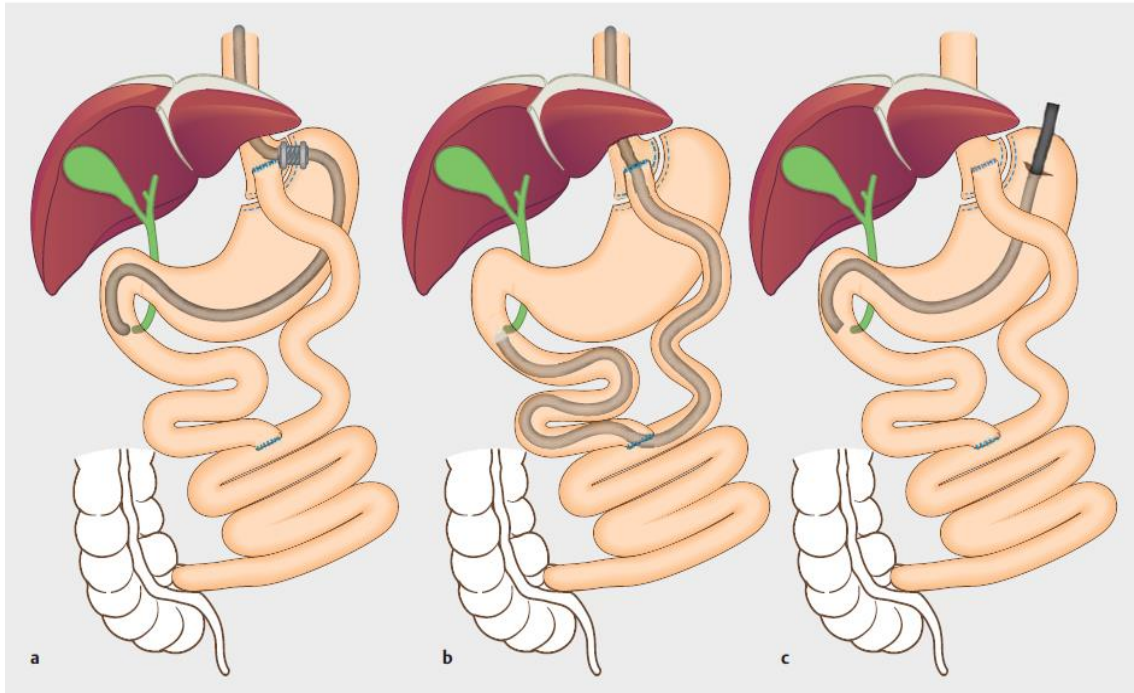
Tomado de: James, H. J., James, T. W., Wheeler, S. B., et al. Cost-effectiveness of endoscopic ultrasound-directed transgastric ERCP compared with device-assisted and laparoscopic-assisted ERCP in patients with Roux-en-Y anatomy. *Endoscopy*, 2019; 51(11), 1051–1058.
